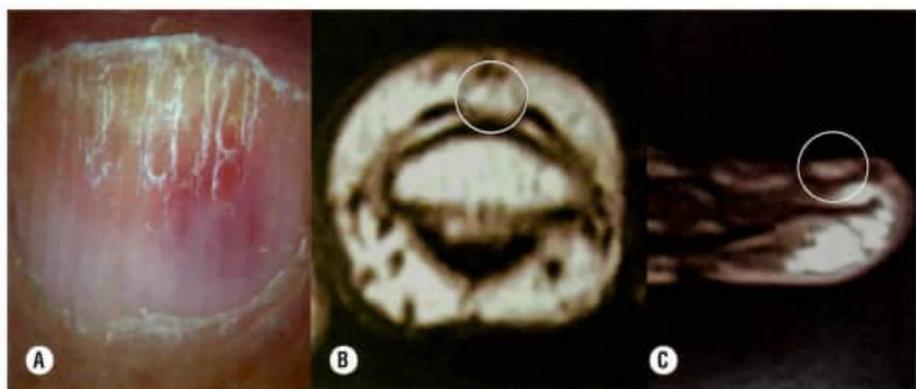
Ressonância nuclear magnética (RNM), tumor glômico A. Clínica, eritroníquia localizada, onicólise distal e fragmentação da superfície da placa ungueal. B. Corte sagital. C. Corte transversal, ambos com alto sinal em T2, lesão de 2 mm, bem delimitada.
